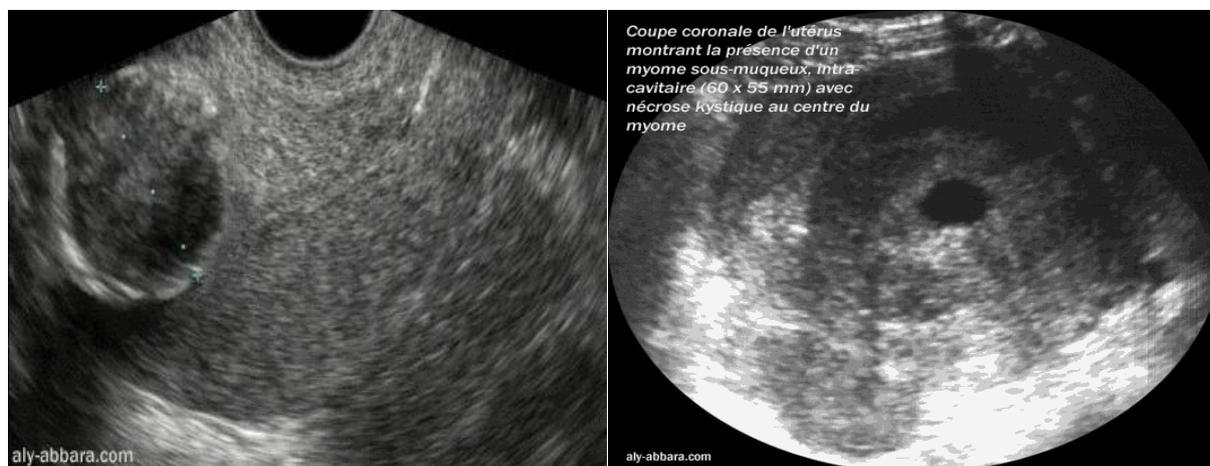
Images échographiques d'un myome sous-muqueux [36]
